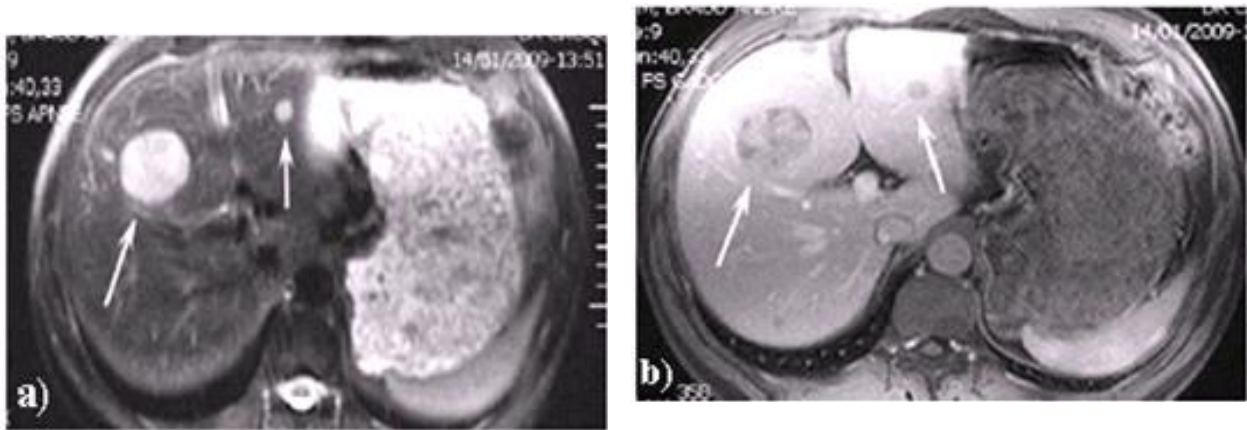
imagerie par résonance magnétique (IRM) hépatique [52] : L'imagerie par résonance magnétique (IRM) hépatique montrant deux lésions secondaires d'une tumeur endocrine (TE) non sécrétante . Les lésions apparaissent en hyper signal T2 et prennent le PDC après injection intraveineuse de gadolinium (flèche blanche). a : image en pondération T2 ; b : image en pondération T1 [52].
